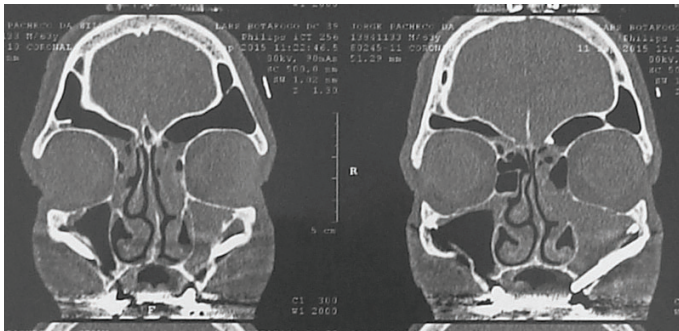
TC de controle de paciente com sinusite recorrente, embora tenha sido tratada cirurgicamente durante a instalação de implantes zigomáticos com abordagem extramaxilar (corte horizontal).
